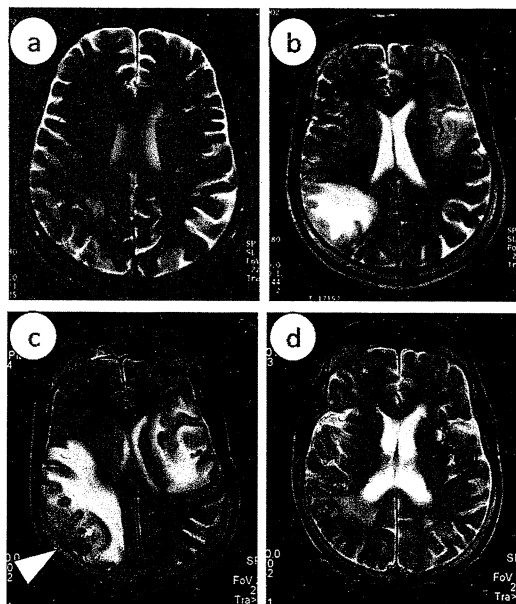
MRI の経時変化 (T2 強調画像)
